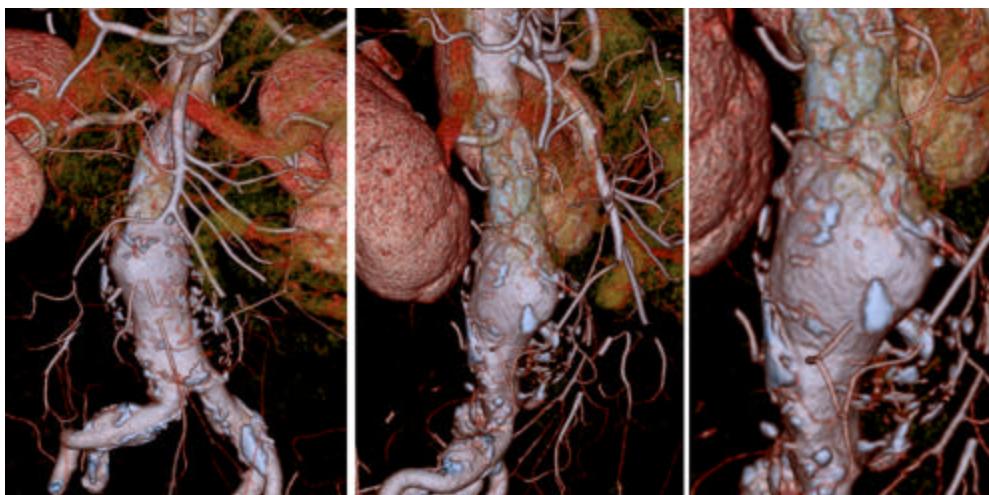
CT angiografska vizualizacija AAA u 2D ravni u 3 karakteristična položaja
